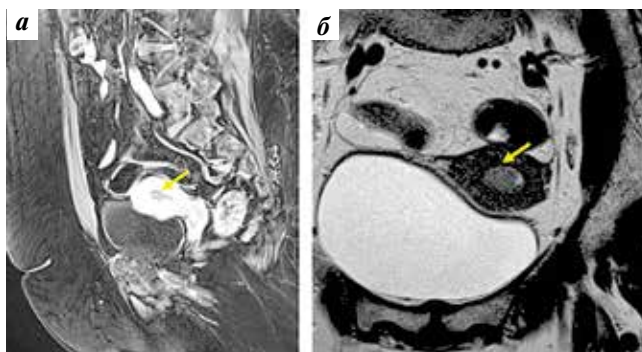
Магнитно-резонансная томография: а – T1 VIBE FS постконтрастное изображение. Образование в полости матки демонстрирует слабое накопление контрастного препарата; б – T2-высокоразрешающее изображение. Отмечается минимальная поверхностная инвазия опухоли в миометрий (стрелка)
